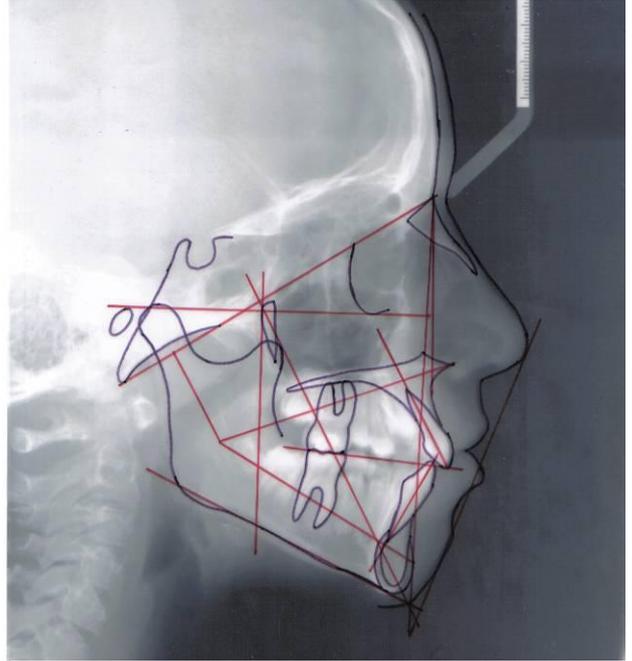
Teleradiografia final + traçado cefalométrico
